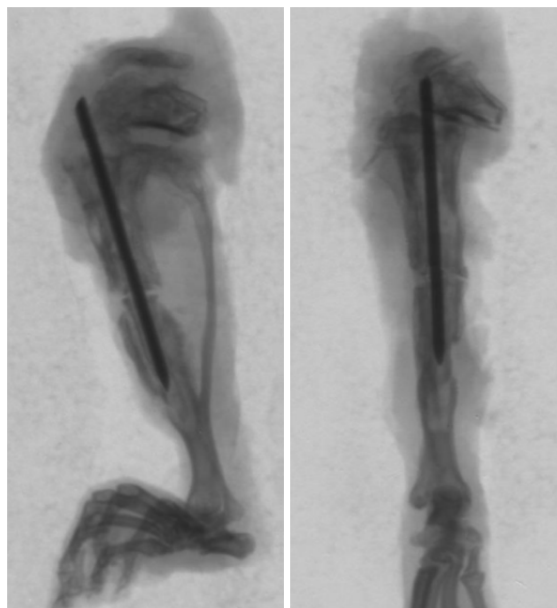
Рентгенограммы перелома на 30 сутки имплантата с лазерной обработкой (а), в сочетании с ЛЦУ (б)
